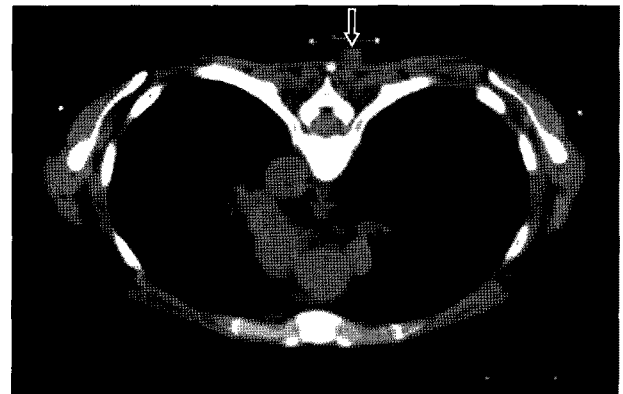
Non-enhanced computed tomographic image for radiotherapy planning scanned at March 2011. A soft tissue mass (open arrow) was noted at back area.
